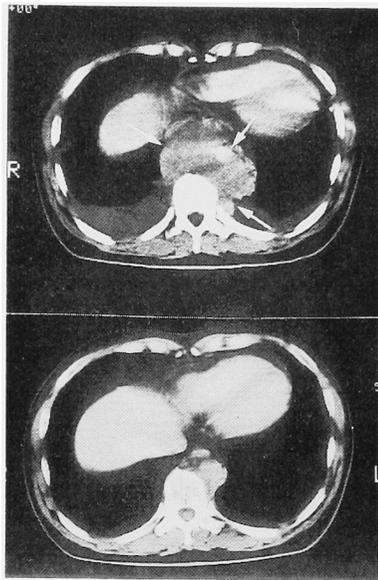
Upper CT shows retromediastinal lymph node metastasis before chemotherapy. Lower CT shows small residual metastasis.
